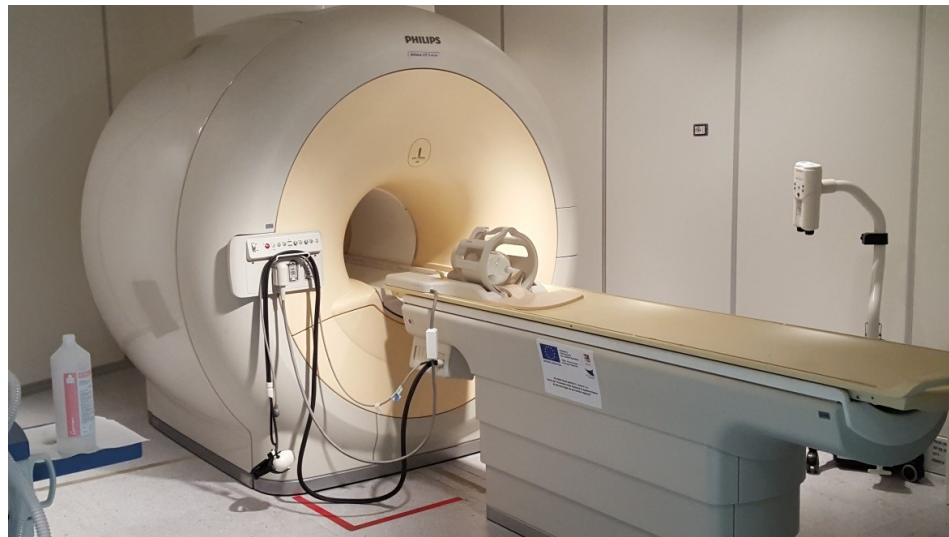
La RM 3T è lo strumento odierno più potente a disposizione dei clinici nella diagnostica mediante questa metodica.
